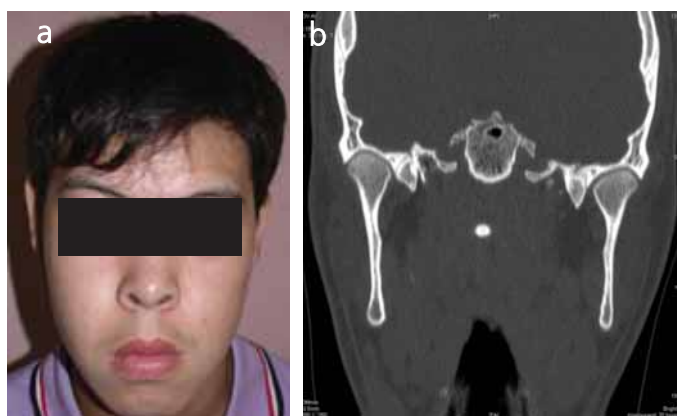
Больной К. до оперативного лечения: а — внешний вид; б — рентгенологическая картина
